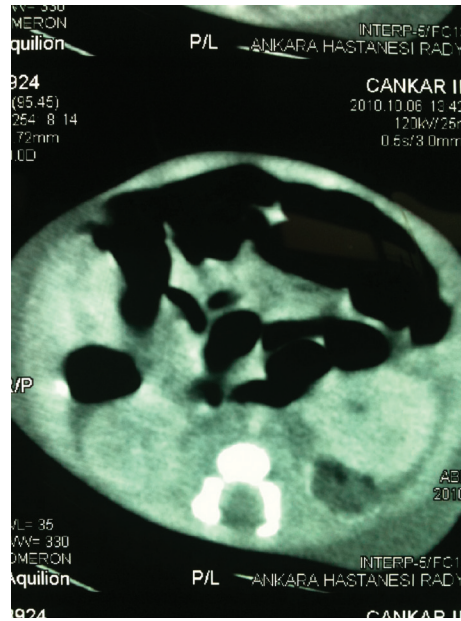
Abdominal computerized tomography (CT) demonstrating a hypodense nodular lesion of 19x13x9 mm, at posterior of left kidney.
